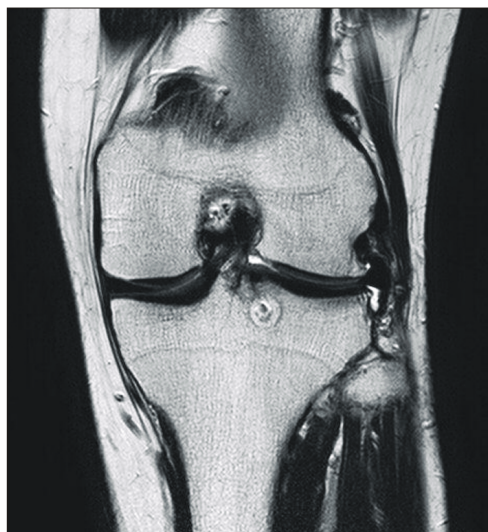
MR image of the lateral meniscus showing the extrusion of the transplanted lateral meniscus.
